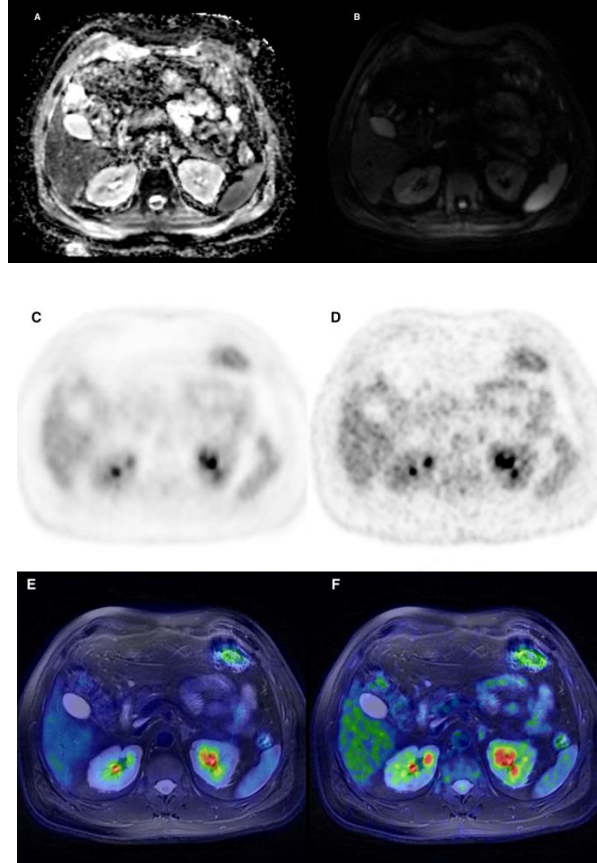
84 yaşında az differansiye adenokarsinom tanılı kadın hasta evreleme amacıyla çekilen ^{18}F FDG PET/MR çalışması.
